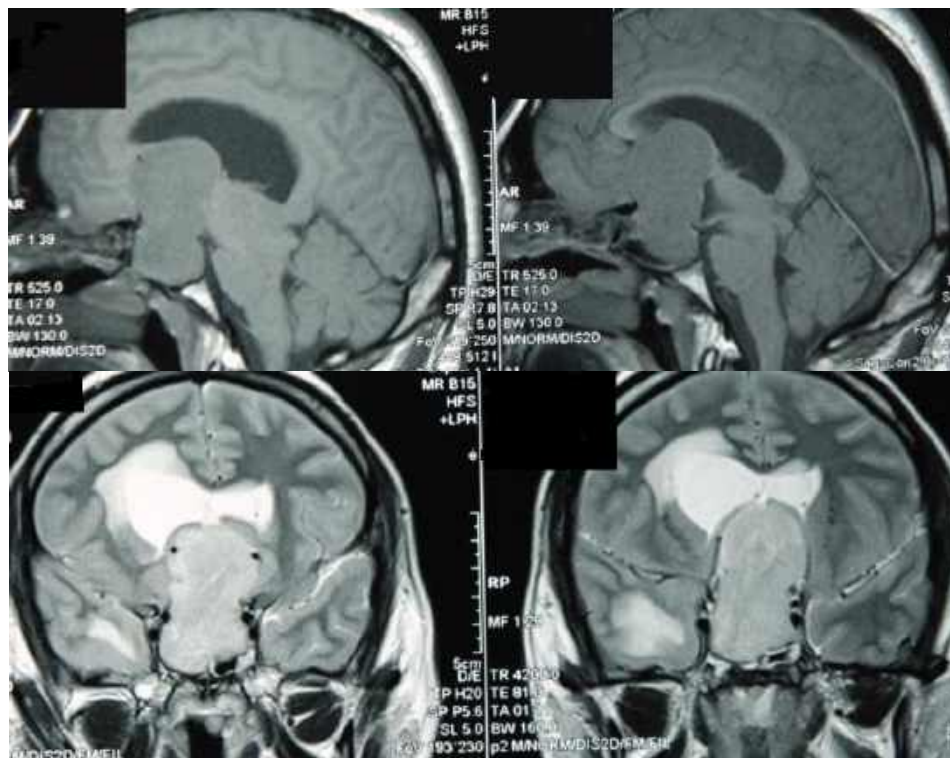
Спостереження №41. Хворий К-ик, (історія хвороби №4438/2). Доопераційна первинна МРТ у хворого оперованого із застосуванням трансфеноїдального підходу в 2 етапи.
